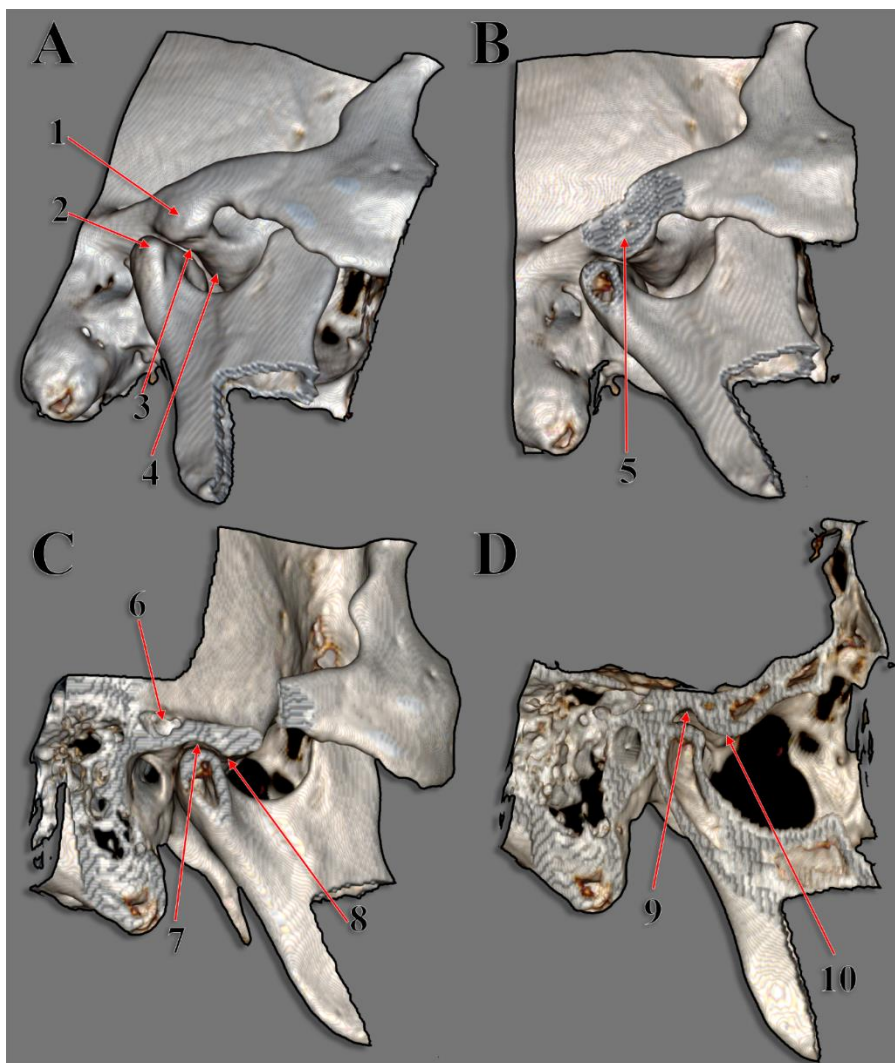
A. Componentele osoase ale articulației temporomandibulare, randare tridimensională CT, partea dreaptă. C-D. Secțiuni sagitale succesive, în serie lateral-la-medial, prin articulație. 1.tuberculul zigomatic anterior; 2.tuberculul condilian extern; 3.porțiunea laterală a tuberculului articular; 4.porțiunea medială a tuberculului articular; 5.secțiune sagitală prin tuberculul zigomatic anterior; 6.celulă pneumatică a tuberculului zigomatic posterior; 7.secțiune sagitală prin porțiunea laterală a fosei mandibulare; 8. secțiune sagitală prin porțiunea laterală a tuberculului articular; 9. secțiune sagitală prin porțiunea medială a fosei mandibulare; 10. secțiune sagitală prin porțiunea medială a tuberculului articular.
